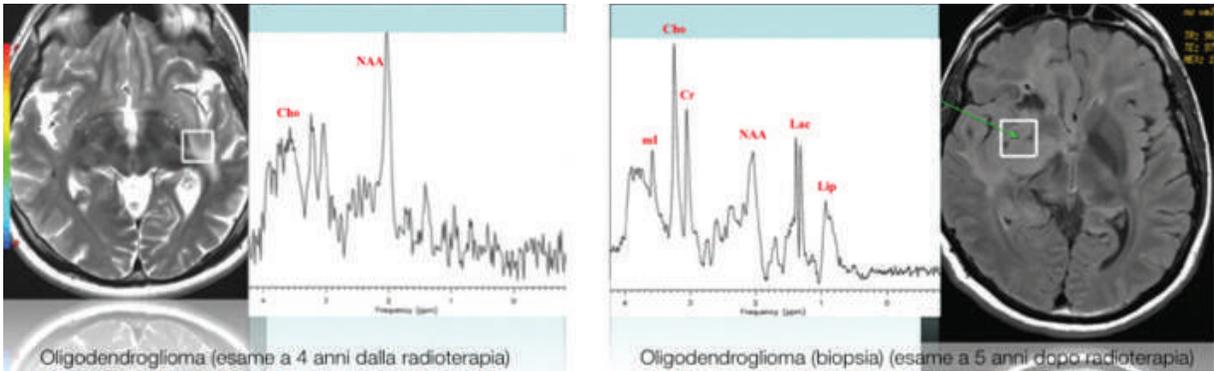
Esempio di scelta terapeutica dettata dall'imaging. Spettroscopia a RM: osservazione versus biopsia dopo radioterapia per glioma.
